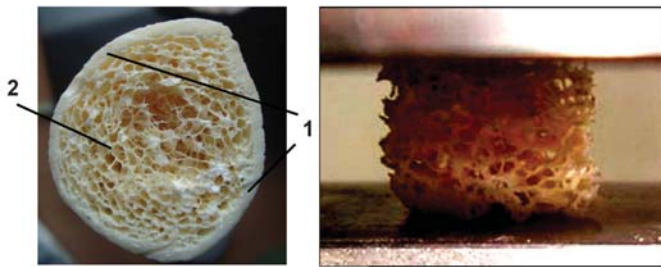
Структура поперечного перерізу довгої кістки (а) та губчаста КТ при випробуванні на стиск (б): 1 – кортикальний шар, 2 – спонгіозна (губчаста) кісткова тканина
